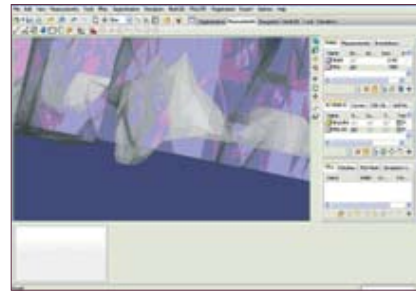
Previous incorrect treatment of occlusion - fillings deposits on teeth (white on model). Overstatement of the bite causes pain symptoms. Deposits were not logged in dental research, X-ray and CT and were definition using three-dimensional model (Zoom view)
